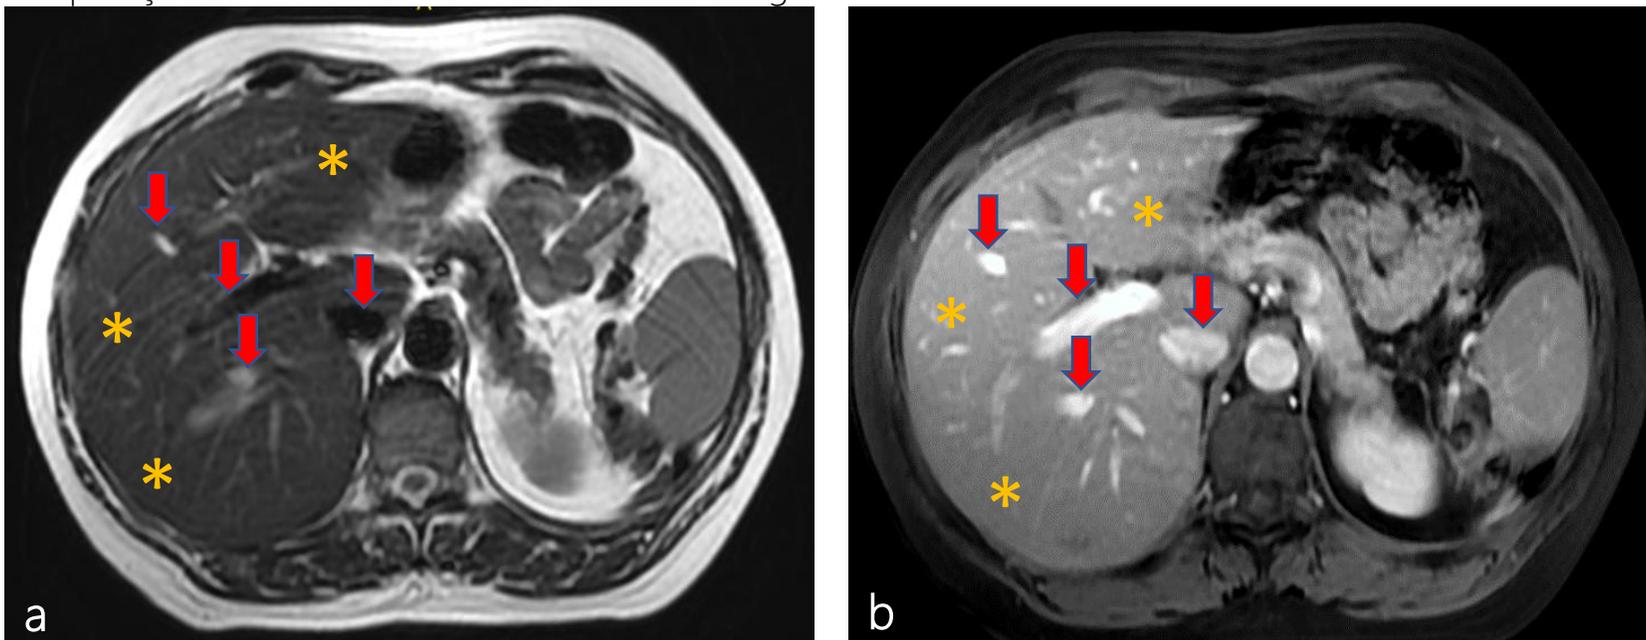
a, b RM hepática normal. Imagens axiais ponderadas em T2 (a) e em T1 pós-contraste (b) ao nível do hilo hepático mostram parênquima (asteriscos) e vasos (setas) normais
